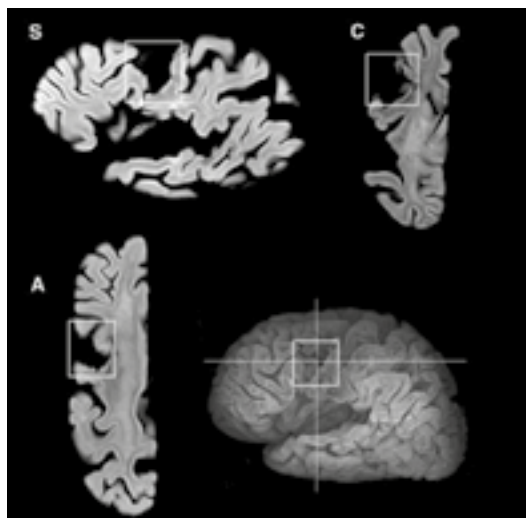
Representación del daño en el cerebro de Lelong en imágenes de resonancia magnética. Los cortes a través del área afectada pueden verse en el plano sagital (S), en el plano coronal (C) y en el plano axial (A). Se muestra también una reconstrucción 3D del hemisferio izquierdo. La lesión en el área de Broca (recuadrada en blanco) ocupa solo la porción posterior de la *pars opercularis*. La porción anterior del área de Broca (*pars triangularis*) y la mitad anterior de la *pars opercularis* permanecen intactas. La cruz blanca en la reconstrucción 3D señala la orientación de los cortes coronales y axiales. (Dronkers NF. Et al. Paul Broca's historic cases: high resolution MR imaging of the brains of Leborgne and Lelong. *Brain* 2007, 130:1432-1441).
